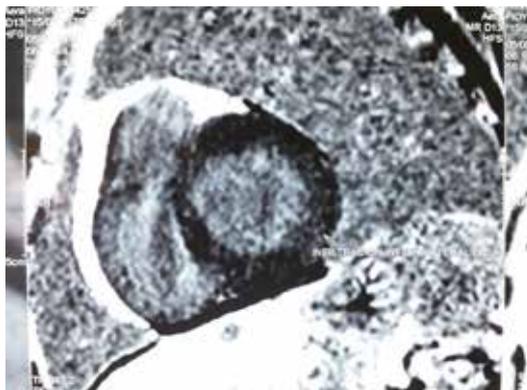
RM corazón Fabry 1 imagen de RM corazón con reforzamiento tardío de Gadolinio en la pared posterolateral.
